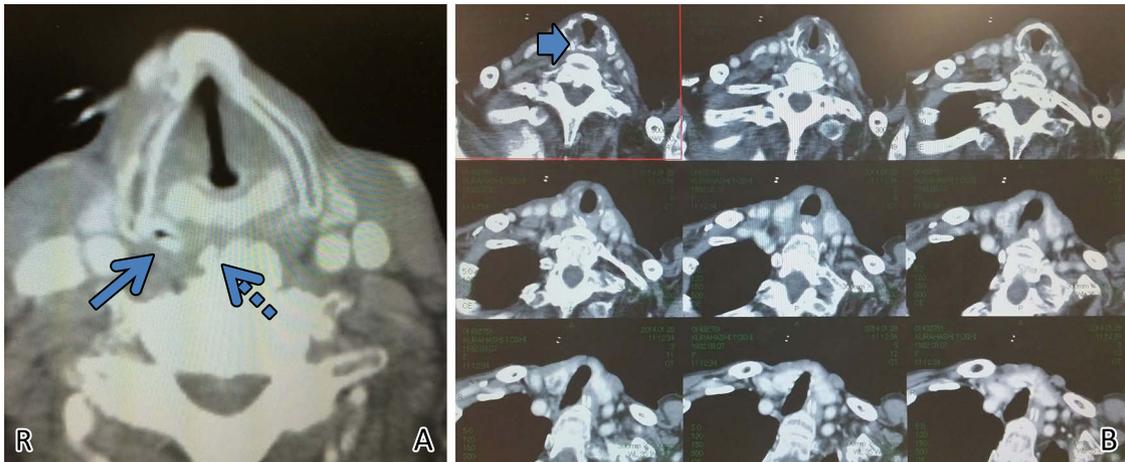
Findings from neck and chest computed tomography (CT) for Cases 1 and 3.
